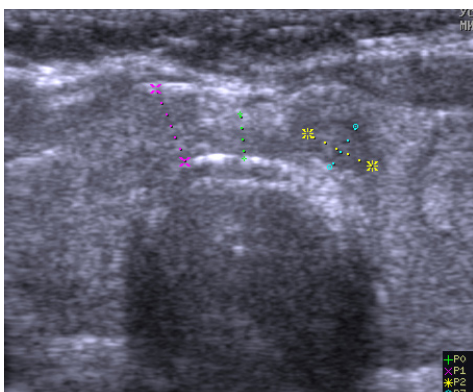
Пациентка И., 65 л. УЗИ (перешеек, поперечная проекция). Перешеек утолщён в 1,5-2 раза (в центре 5 мм; по 6 мм с обеих сторон). Малый узел левой части перешейка.
